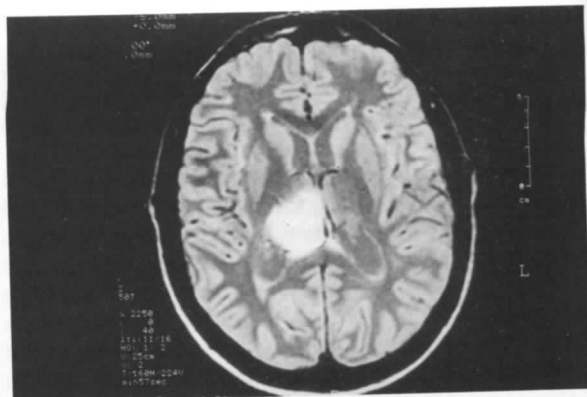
Resonancia magnética craneal en proyección axial y secuencia de pulso T2, obteniéndose imagen de alta señal de resonancia a nivel de la lesión talámica derecha.
